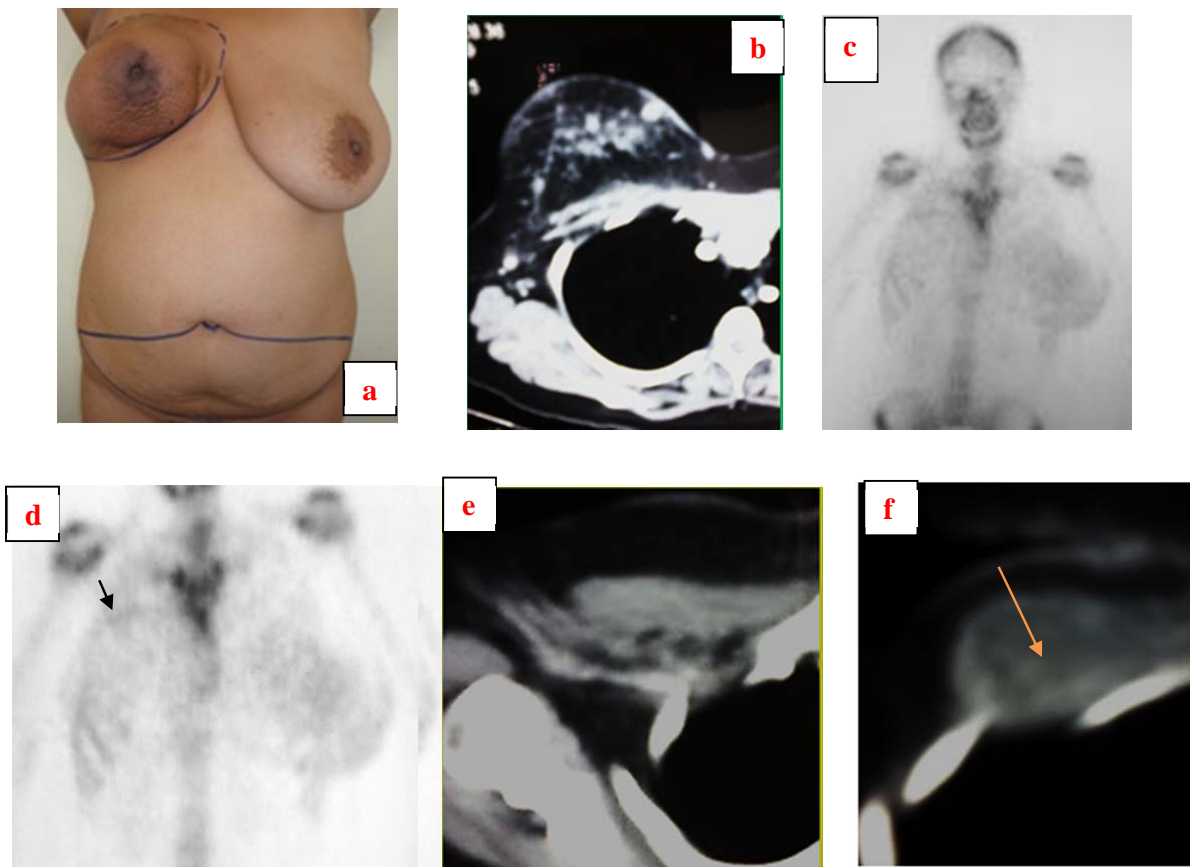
(a) Se aprecia la preparación del colgajo TRAM a colocar en la zona de la cirugía en la mama derecha y en 4 (b) se confirma la zona a reseccionar de la mama en una tomografía (CT). Las imágenes en c, d, e y f muestran la zona de recurrencia en las gammagrafías óseas y en CT (con flechas de la zona de recurrencia en vistas de acercamiento), lo que fue confirmado en la patología.
